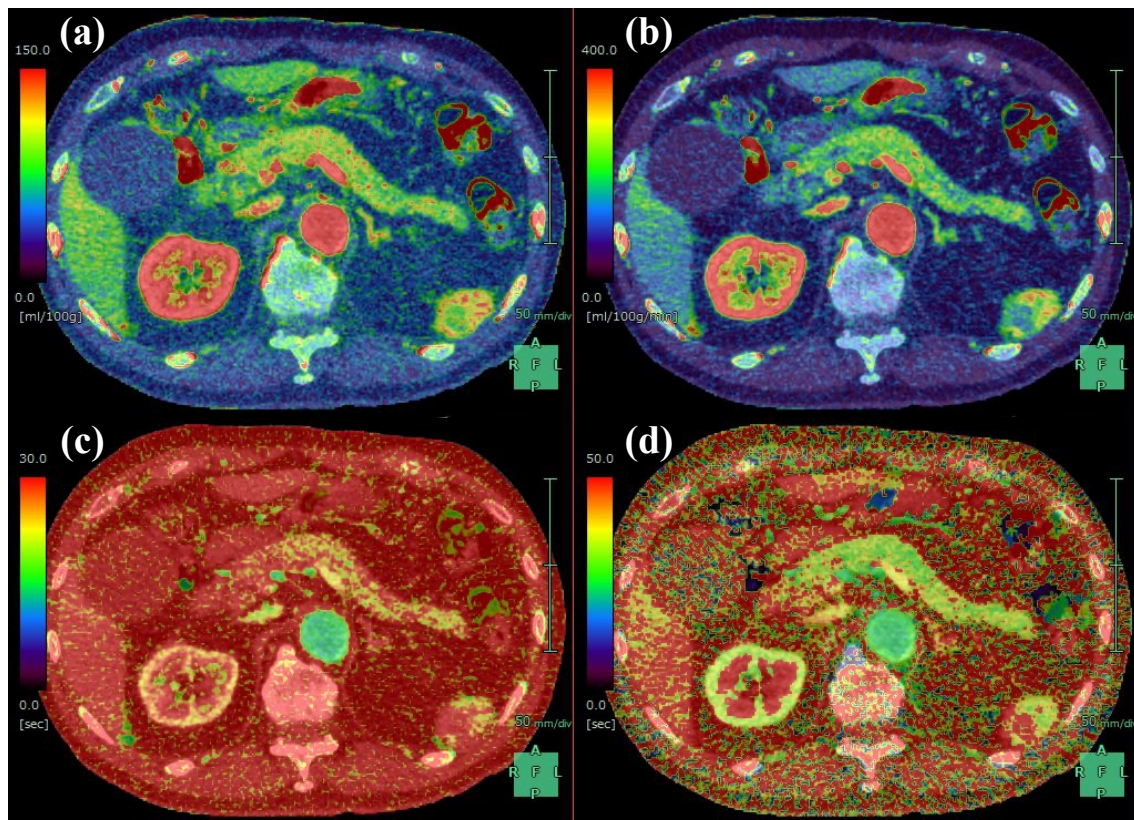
各パラメータでの Perfusion CT のカラーマップ画像
